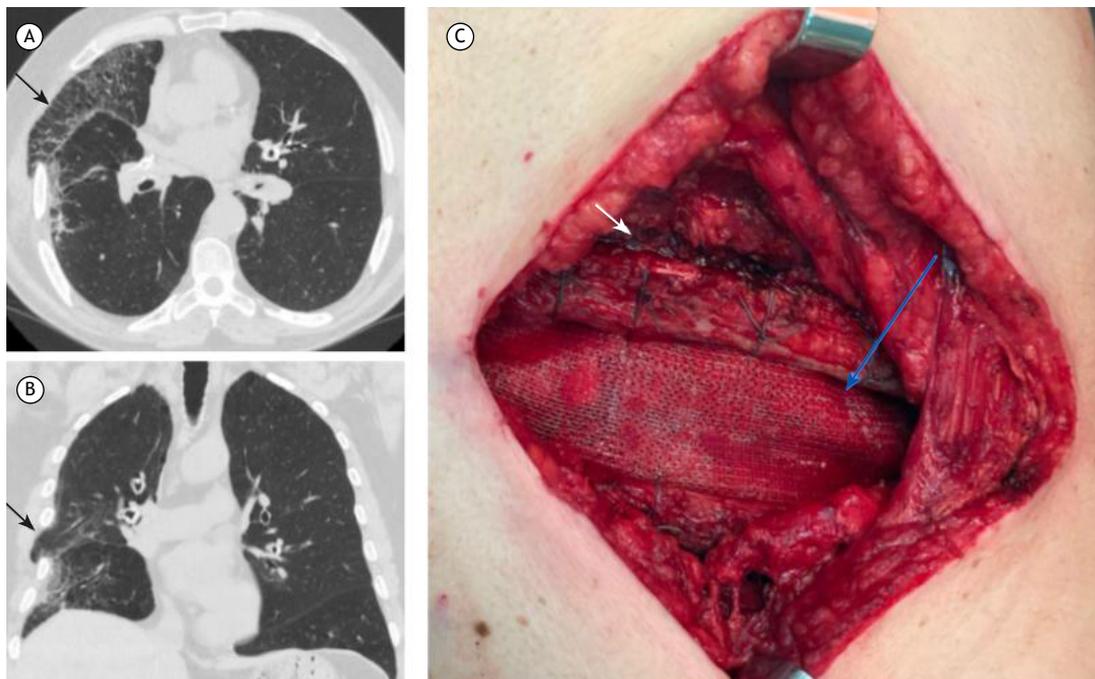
Cortes de TC de tórax nos planos axial e coronal durante manobra de Valsava (em A e B, respectivamente). Em C, fotografia mostrando tela de prolene fixada nos rebordos costais com fio de sutura não absorvível no nível da pleura parietal cobrindo o defeito.
